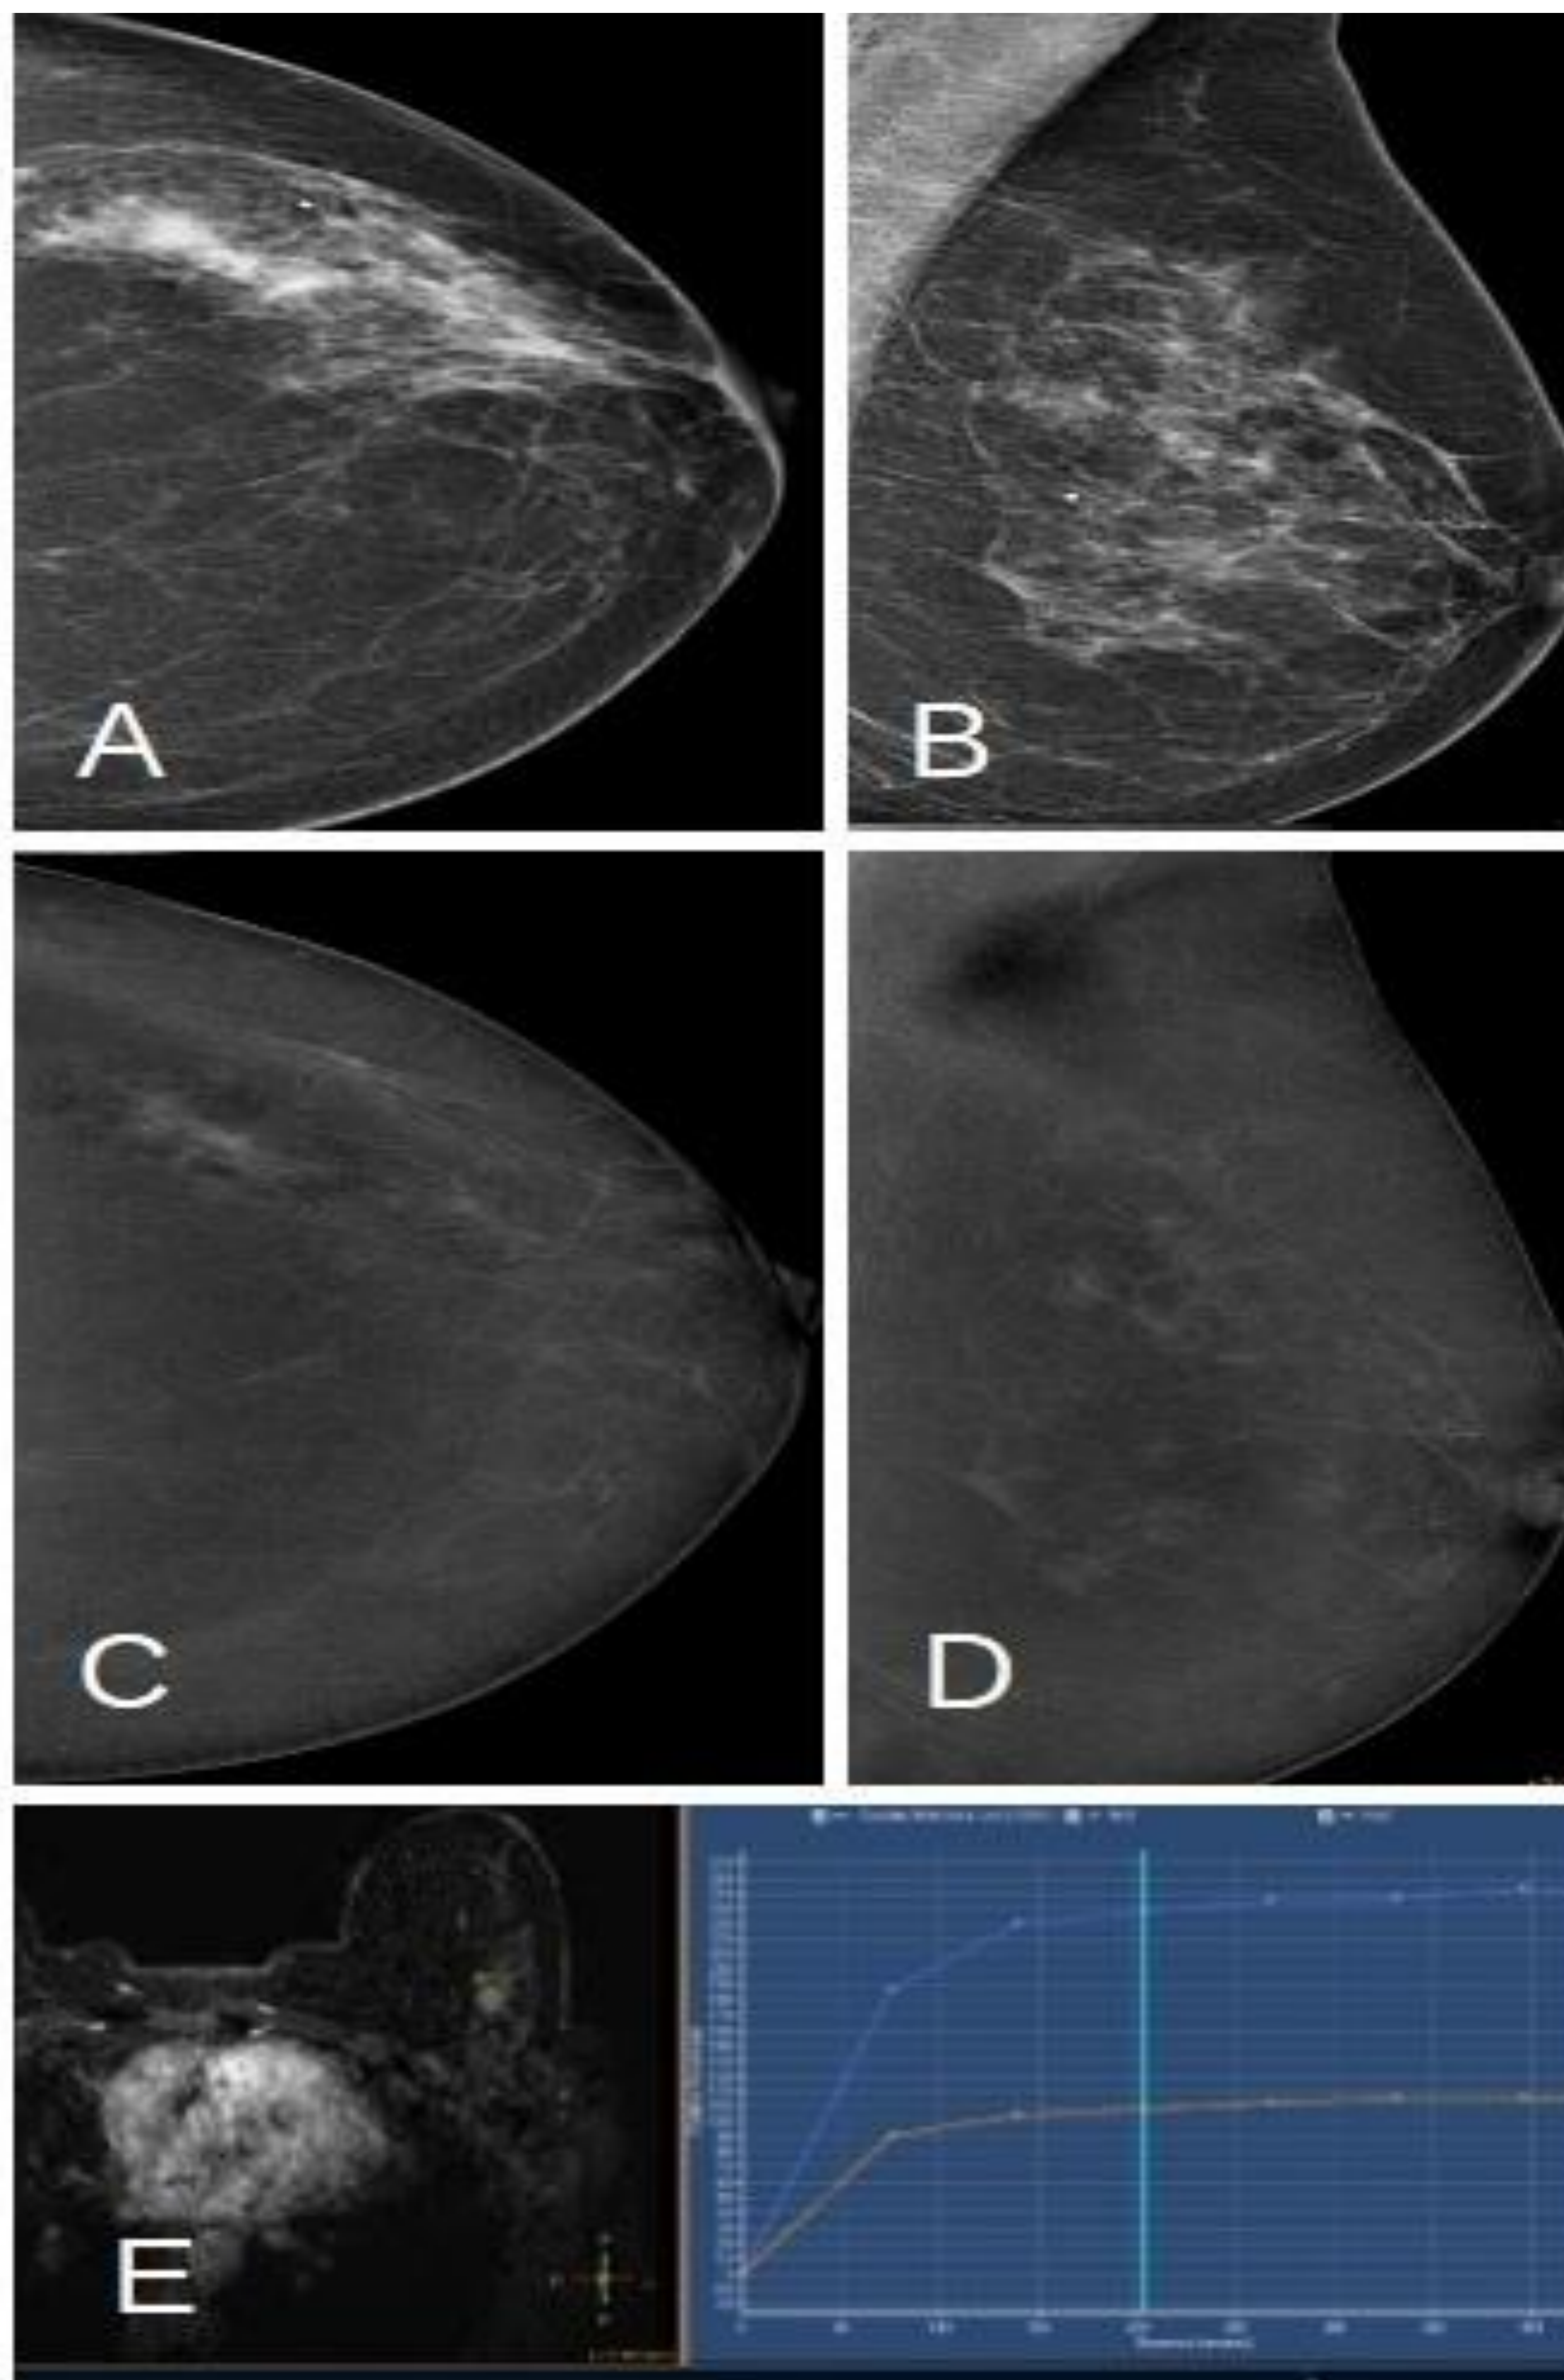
Paciente de 37 años con nódulo palpable. A y B) Imágenes de baja energía CC y OML con dudosa densidad asimétrica focal en CCEE vista en proyección CC, sin clara correlación en OML. C y D) Proyecciones recombinadas con captación de contraste no masa en CSE, BI-RADS®-4. E) RM con proyección MIP de la secuencia T1 con contraste I.V. y saturación grasa, que muestra realce en misma localización y sustracción con curva tipo 1 y 2.
